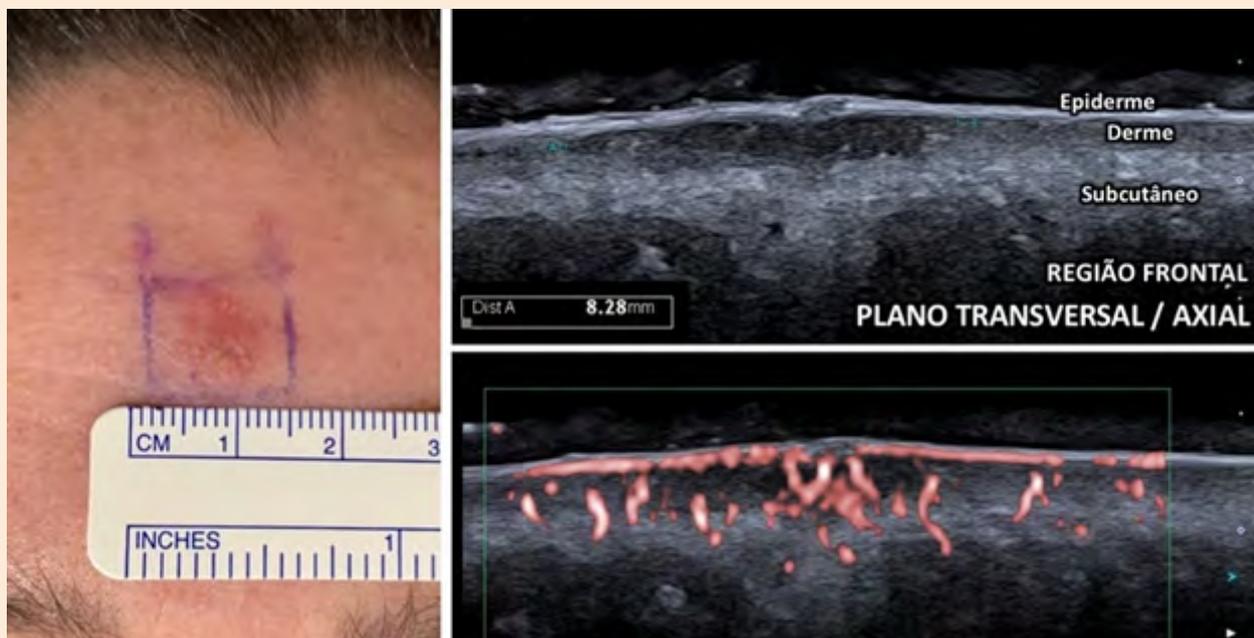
Imagens clínica e de ultrassonografia (24 MHz Modo B e Doppler SMI) de demarcação de margens laterais e profunda de carcinoma basocelular na região frontal.
